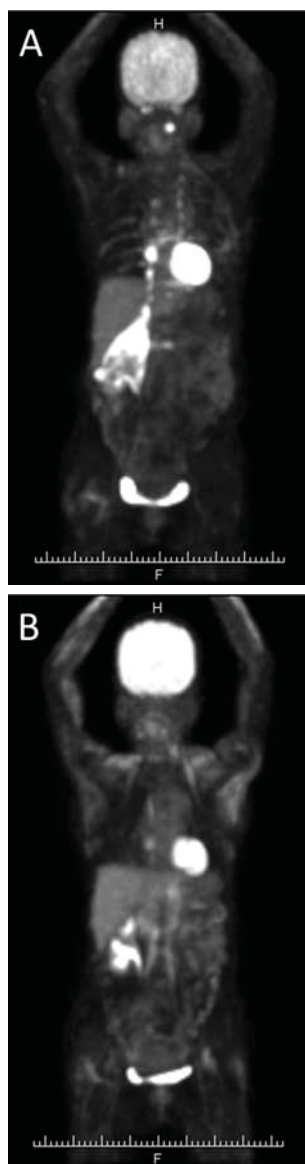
FDG PET findings. FDG uptake to brown adipose tissue diminished after laparoscopic partial adrenalectomy for the right adrenal tumor (A) Before the surgery, (B) After the surgery).
